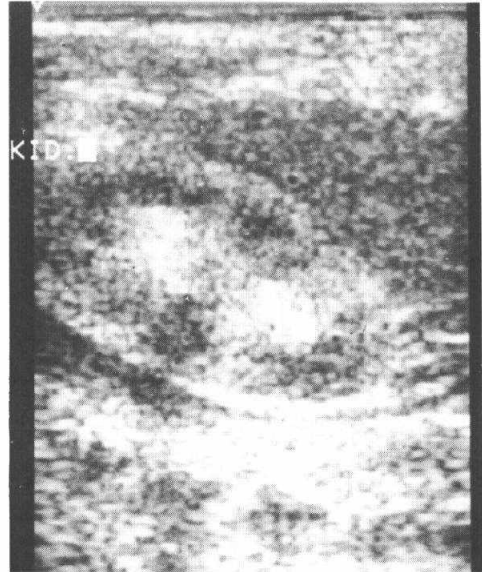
Case 2. Abdominal ultrasonogram; calculi in Rt. kidney medulla.
